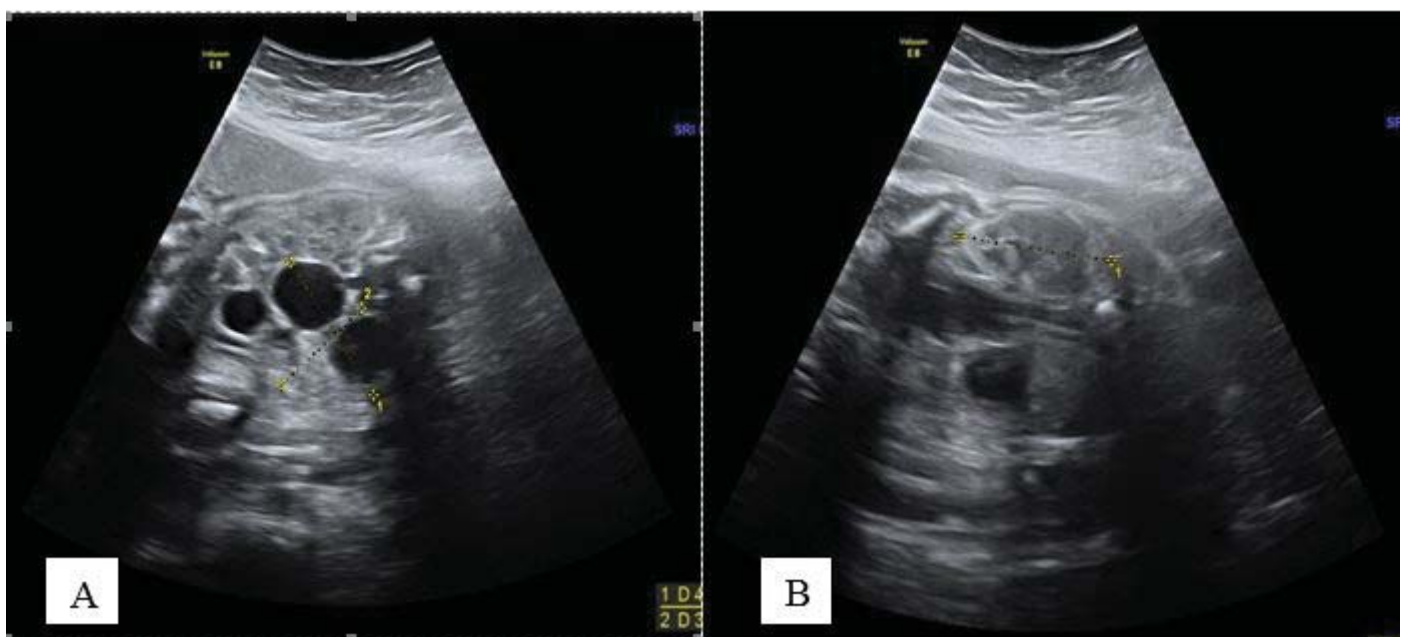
Ecografía prenatal a las 28 semanas de edad gestacional. A: Riñón izquierdo multiquístico. B: Riñón derecho normal.
